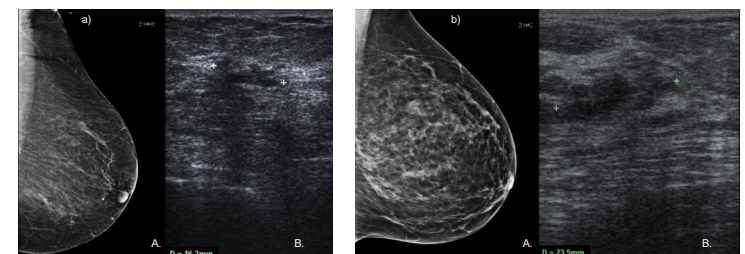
Utilidad de la ecografía en el Dx del CLI: a, b y c
